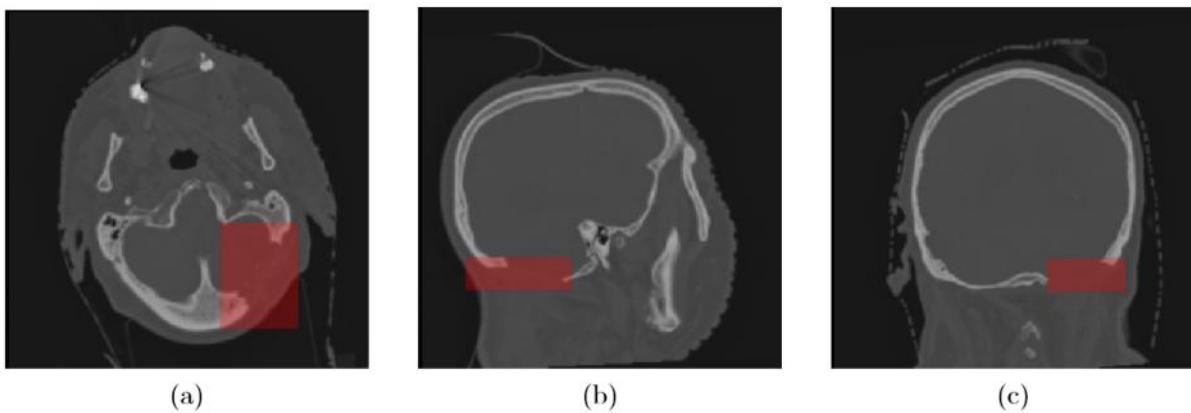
Rectangle-shaped region of interest (in red) used for MAE calculations and containing the bone resection region, overlaid on the planning CT scan of the test patient, in (a) axial, (b) sagittal and (c) coronal planes.
